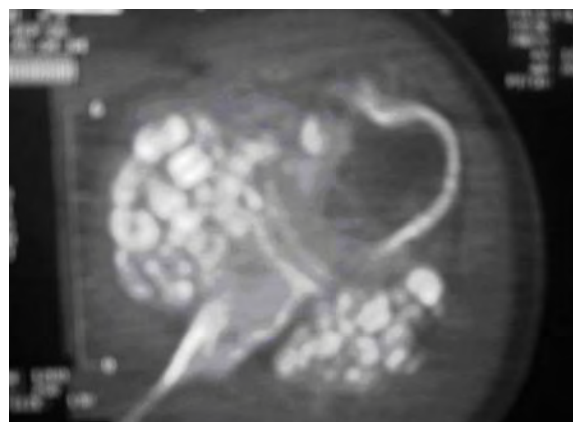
Tomografía Axial Computarizada mostrando compromiso articular anterior y posterior de la glenohumeral.
